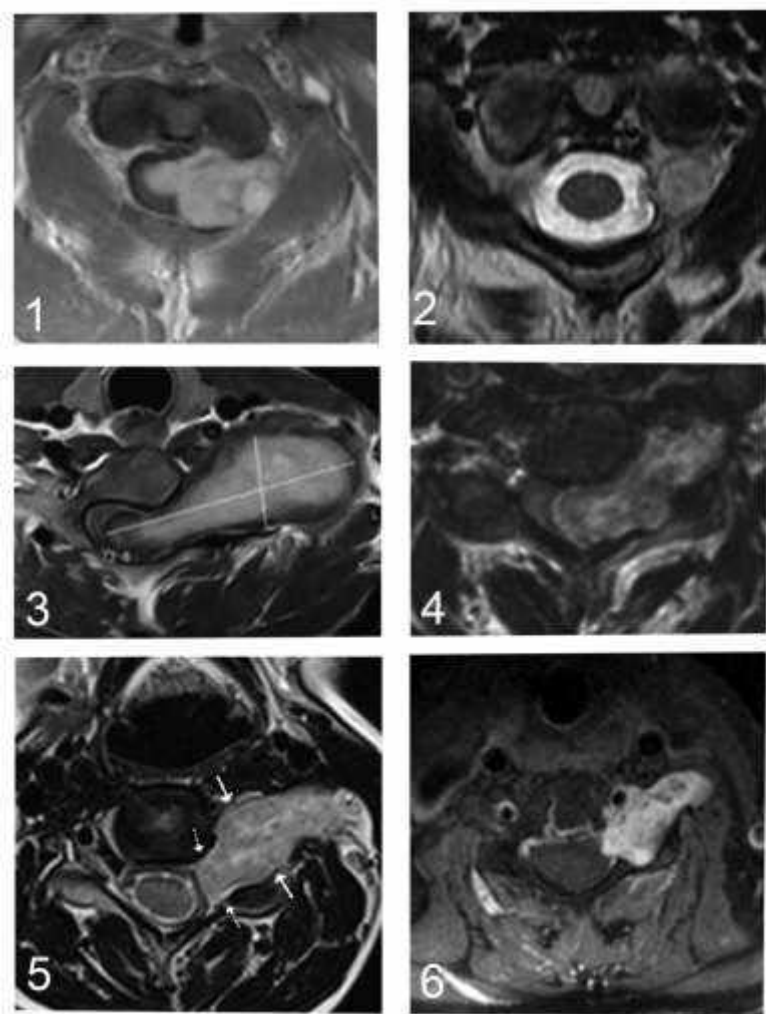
Спостереження №60. Хворий Г-ко, 57 років, історія хвороби №14012. МРТ зображення ПСМН шийного відділу хребта з ПП до хірургічного втручання (1 — пухлина на рівні С2–С3 хребців в аксіальному зрізі; 2 — пухлина на рівні С2–С3 хребців в аксіальному зрізі; 3 — пухлина на рівні С3–С4 хребців в аксіальному зрізі; 4 — пухлина на рівні С3–С4 хребців в аксіальному зрізі; 5 — пухлина на рівні С4–С5 хребців в аксіальному зрізі; 6 — пухлина на рівні С4–С5 хребців в аксіальному зрізі)
